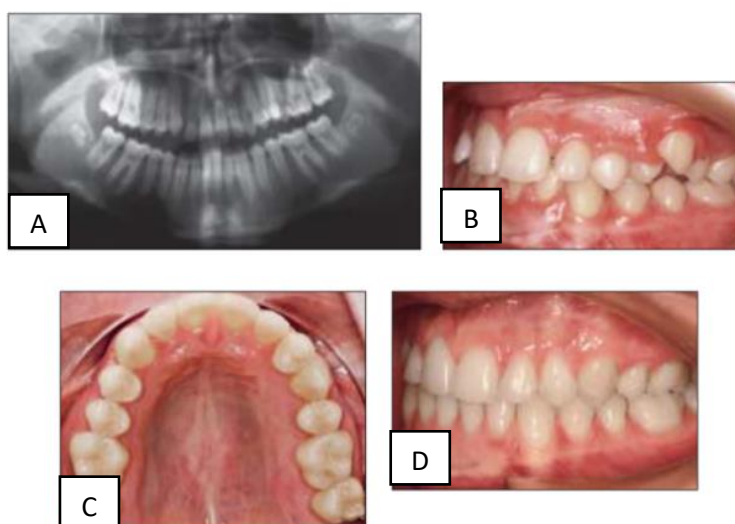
Caso clínico de transposición unilateral canino/premolar superiores. radiografía panorámica pretratamiento (A). Fotos intraorales pretratamiento (B) y postratamiento (C y D). En: Sabri et al ⁽³⁵⁾.
